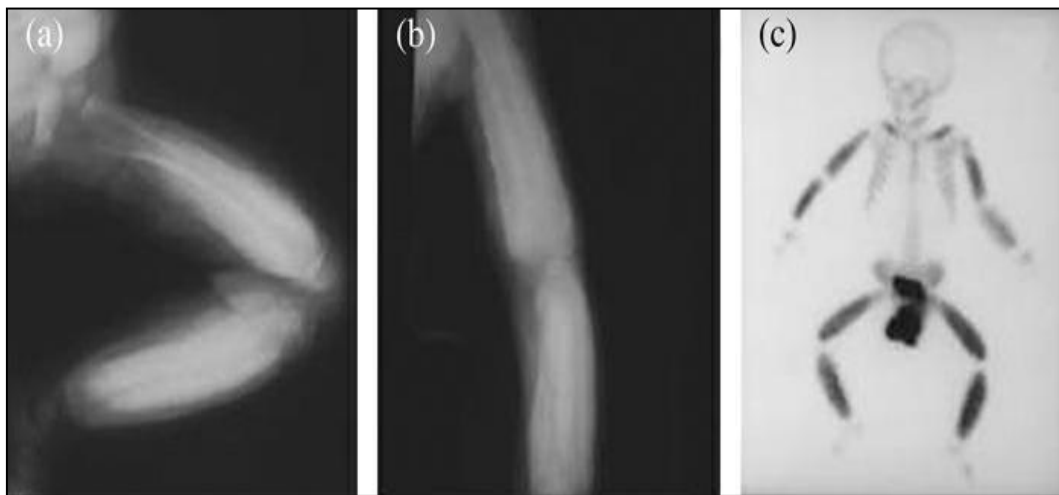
Clichés montrant une réaction périostée massive des membres inférieurs (a), supérieurs (b) en radiographie standard, avec fixation extensive et importante des os longs des membres et des clavicules à la scintigraphie au Tc99m (c) chez un cas pédiatrique de LAM mégacaryocytaire.
